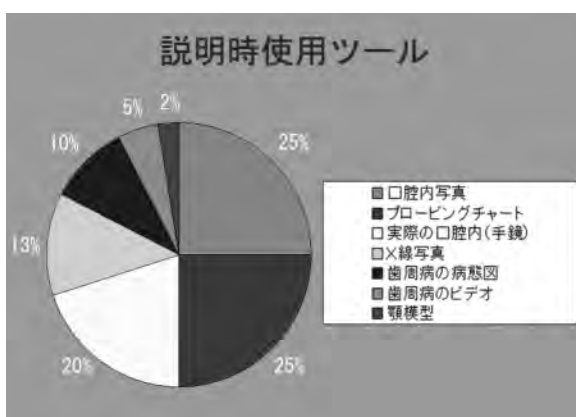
X線写真は術者が思っているほどの効果は得られていない。
